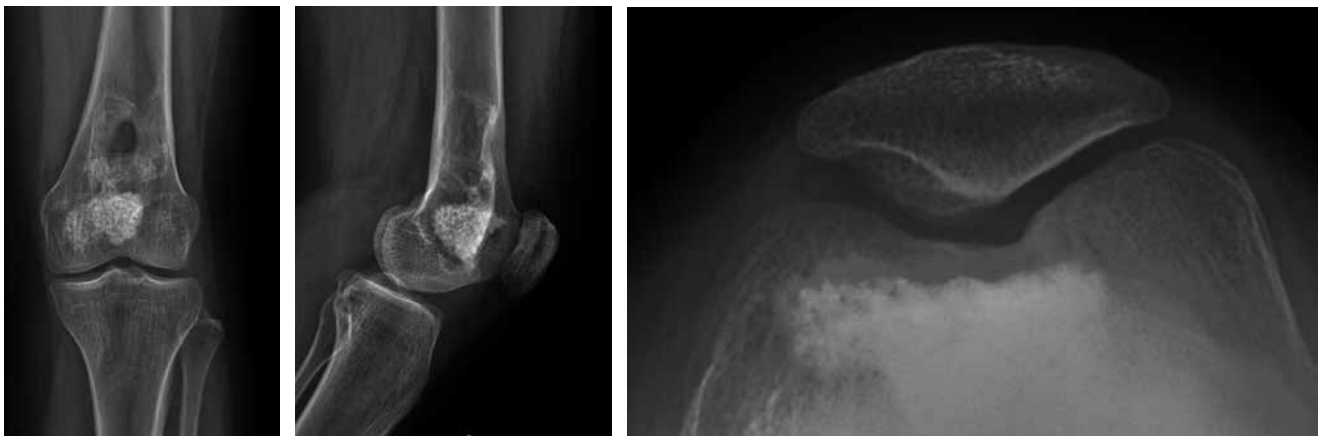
Radiografía de rodilla anteroposterior, lateral y axial, cinco años después de la primera intervención: se muestra una adecuada recuperación estructural y funcional del hueso afectado, reparación completa de la cavidad ósea donde se realizó el curetaje inicial. La señal medular presenta una homogeneidad característica de tejido regenerado, sin áreas de alteración de señal que sugieran recidiva tumoral. Los contornos corticales se muestran íntegros y sin signos de erosión o irregularidades, lo que indica una consolidación adecuada y ausencia de actividad osteolítica.
